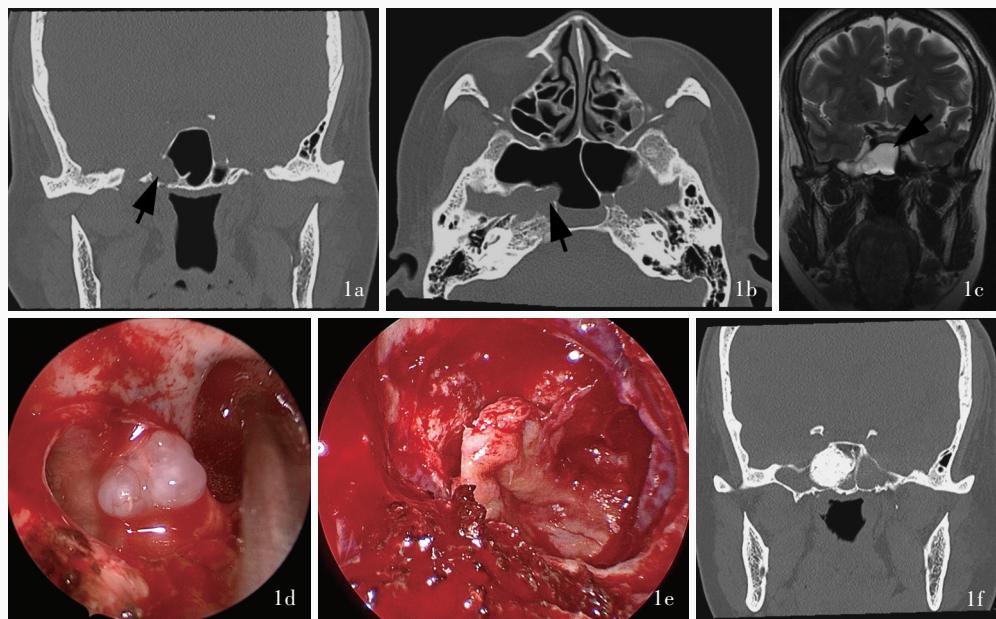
例10患者手术前后影像学检查及术中内镜下所见 1a,1b 术前鼻窦冠状位和横断面CT骨窗像显示右侧蝶窦外侧隐窝局部骨质缺损(箭头所示) 1c 冠状位T₂WI显示右侧颞叶近中颅窝底处脑膜脑膨出(箭头所示) 1d 术中内镜下开放鼻窦,显露脑膜脑膨出位置,电灼切除疝入坏死脑组织 1e 术中内镜下翻转蒂鼻中隔黏膜瓣覆盖漏口区域 1f 术后3 d复查冠状位CT骨窗像显示碘仿纱条填塞压迫修补区域
